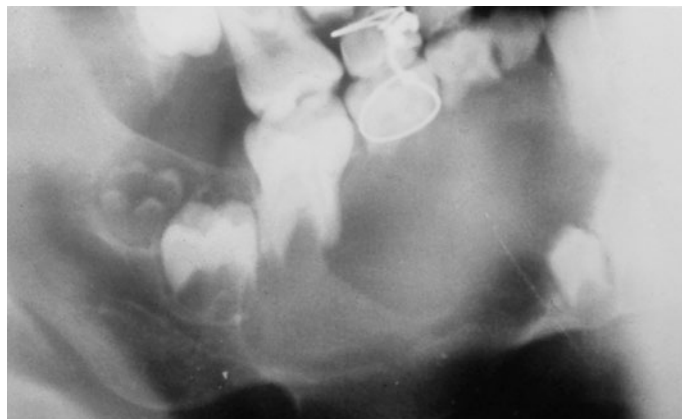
Lesiones quísticas multiloculares características del querubismo (detalle de la ortopantomografía).
